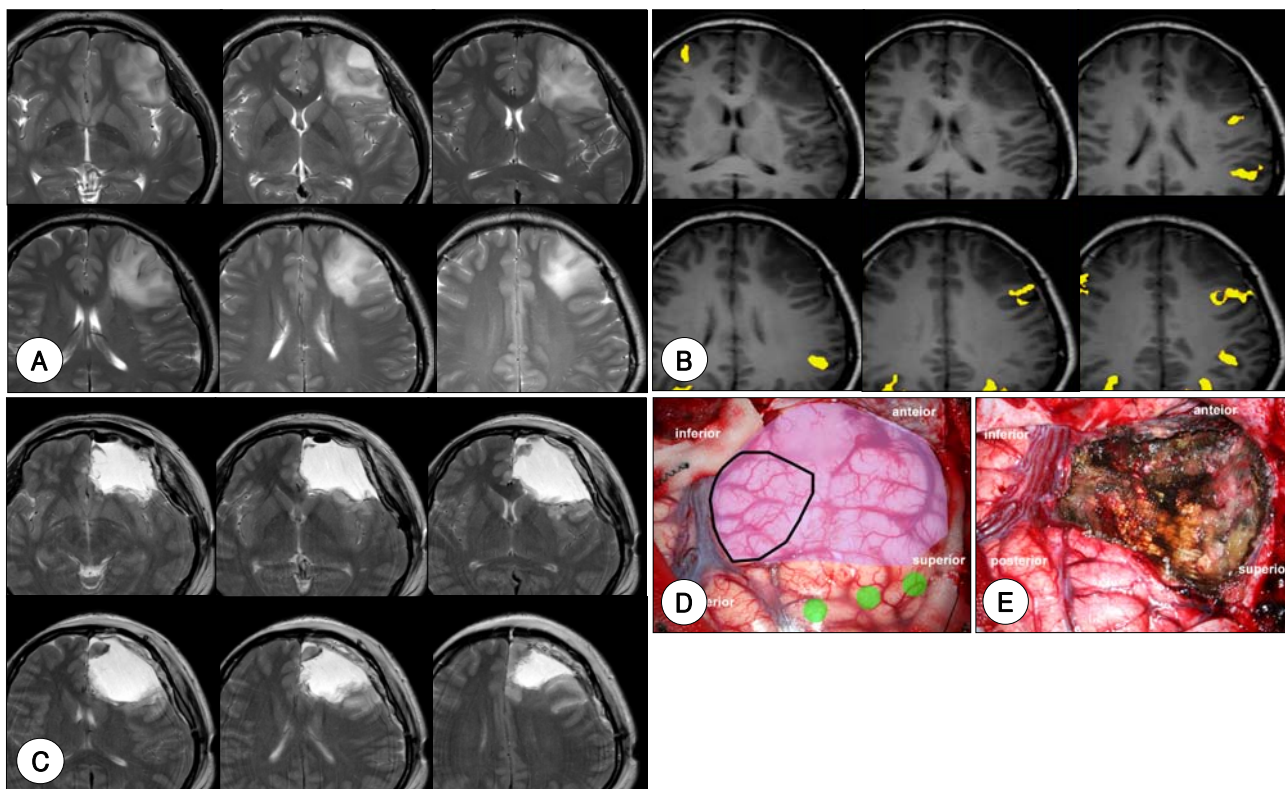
Preoperative and intraoperative mapping during awake craniotomy in a 28 year-old female patient with oligodendroglioma. A : Preoperative MRI shows ill-defined mass at left frontal lobe. B : Preoperative functional MRI. The activated area during speech (yellowish areas) is identified posterosuperior to the tumor. C : Postoperative MR shows grossly total removal of tumor. D : Intraoperative photograph of localization of essential areas (green circles) for naming using intraoperative cortical electrical stimulation before resection. The anatomical Broca's area (outlined in bold strokes) was functionally redistributed to posterior half of middle frontal gyrus (green circles) by tumor (pink-colored area). E : Intraoperative photograph after resection.
